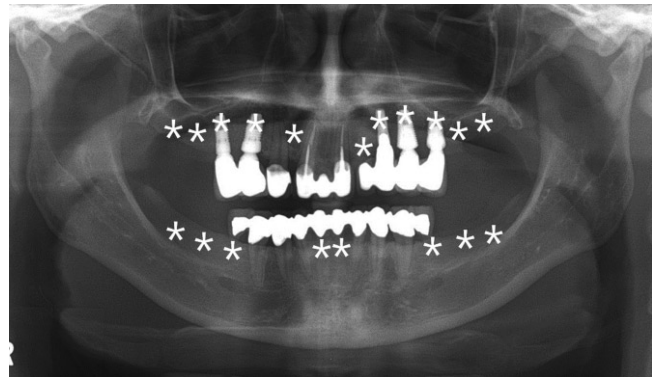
Panoramic radiograph of the mother. Stars denote congenitally missing teeth.
